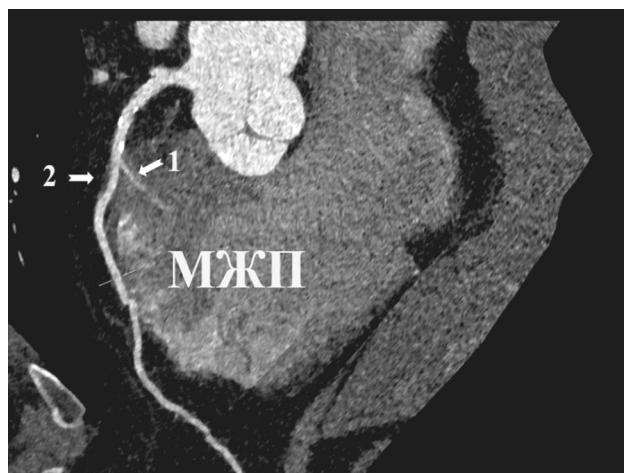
Отхождение первой перегородочной ветви от ПМЖВ на уровне начала ММ: 1 – первая перегородочная ветвь, 2 – ММ над ПМЖВ, МЖП – межжелудочковая перегородка. Изображение получено методом КТ у взрослого человека
